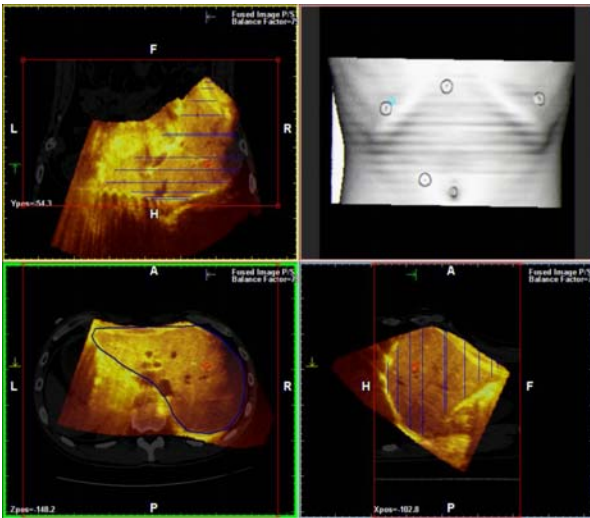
Ricostruzione 3D di sequenze TC spirale bidimensionali (a) e sequenze ecografiche bidimensionali (b); la tecnica di fusione consente di sovrapporre precisamente i due volumi (c).
